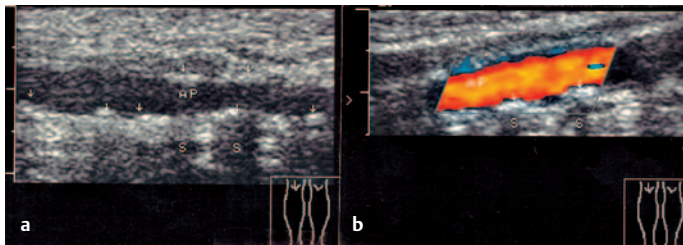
a u. b Mediasklerose (Mönckeberg). a B-Bild: Diffuse fleckige Wandverkalkung (Pfeile), teilweise Schallschatten (S) der A. poplitea (AP). b Farbdoppler: Keine relevante Stenosierung. Klinisch ulzeröses diabetisches neuropathisches Fußsyndrom, Fußpulse tastbar, Dopplerdruck > 300 Torr
